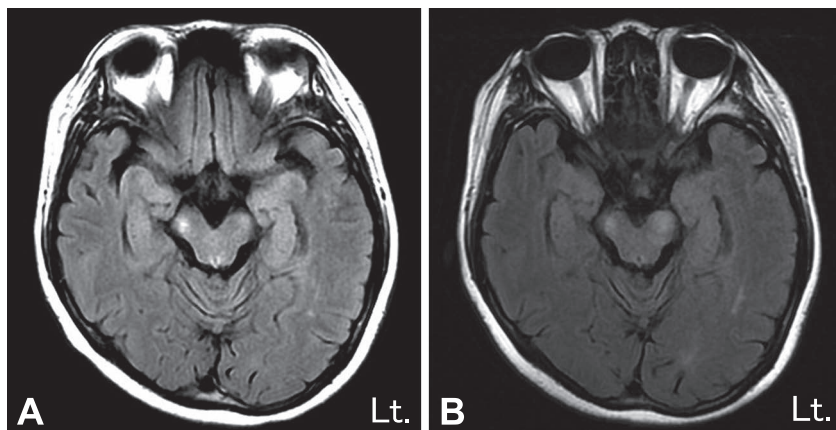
Brain MRI findings at 9th and 13th months after the onset. FLAIR images showed recovery of lesions at the 9th month (3.0 T, TR/TE 8,002/140 ms) (A). Relapsed lesion of left cerebral peduncle on FLAIR was observed at the 13th month (1.5 T, TR/TE 8,002/140 ms) (B).
